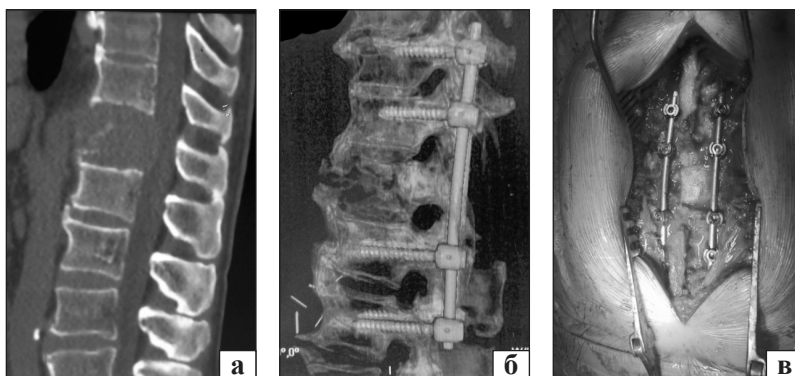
КТ-скан пацієнта, 65 років, метастатичне ураження Th_{XII} хребця внаслідок карциноми нирки з епідуральною компресією та мієлопатією Frankel C до операції (а); після ламінектомії Th_{XII}, транспедикулярної центральної декомпресії спинного мозку, транспедикулярної фіксації Th_X–Th_{XI} та L_I–L_{II} (б, в)
